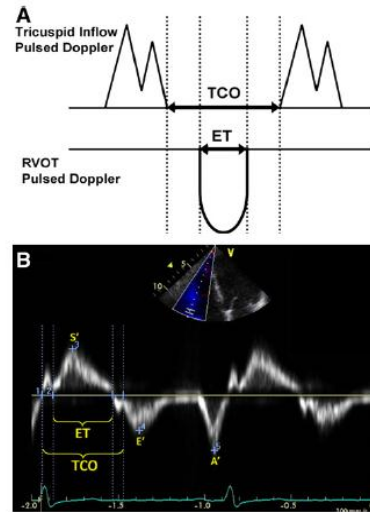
Cálculo del índice de rendimiento miocárdico (IRM) del ventrículo derecho, mediante Doppler pulsado (A) y Doppler tisular (B). El tiempo de cierre y apertura de la válvula tricuspídea (TCO) incluye el tiempo de contracción isovolumétrica, el tiempo eyectivo (ET), y el tiempo de relajación isovolumétrica. En el método basado en Doppler pulsado, el TCO también puede ser medido por la duración de la señal del Doppler de onda continua de la regurgitación tricuspídea. $MPI = (TCO - ET) / ET$. Note que las ondas S', E' y A' también son medidas del Doppler tisular.
